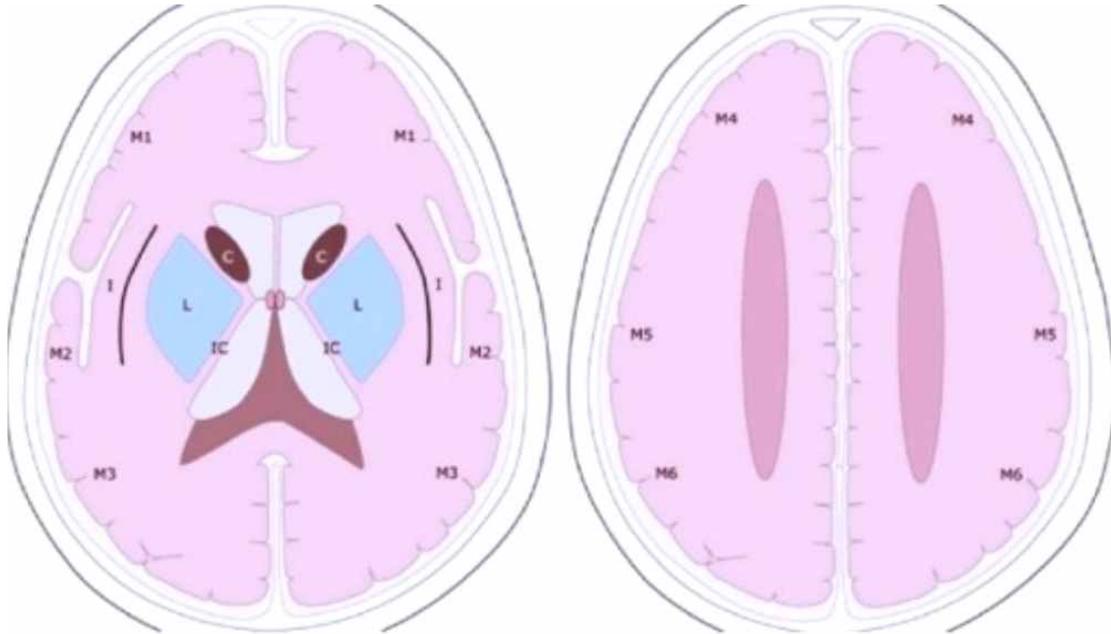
ASPECTS score 평가 관심영역
